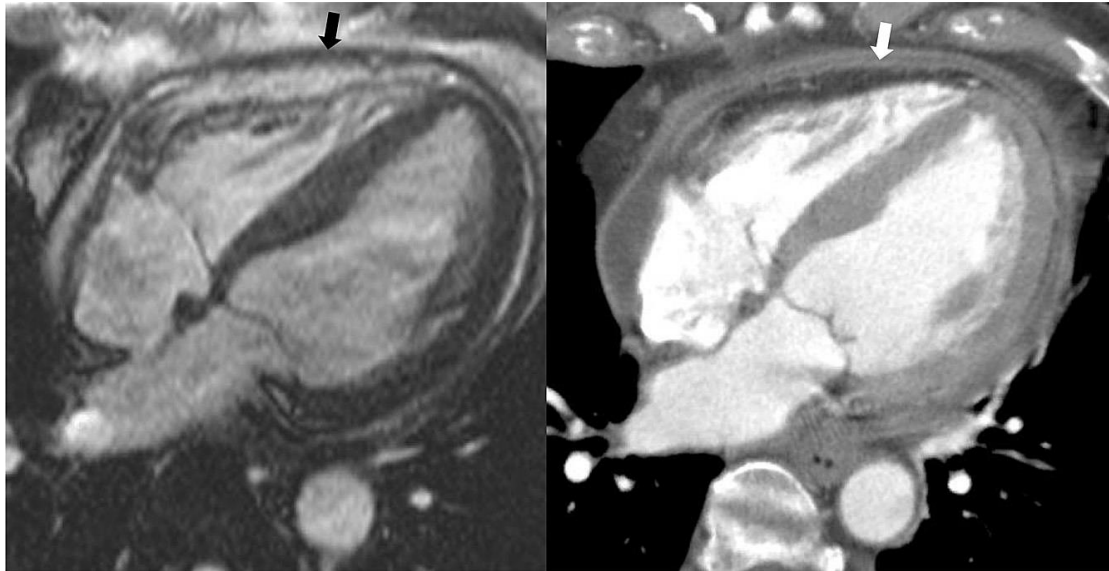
增强 CT(四腔)显示炎症累及的心包表面信号增强。电影成像 (SSFP) CMR (左;视频 1;见 www.onlinejase.com)显示非特异性心包整体增厚(黑色箭头), 与之相比, 相应部位在碘剂增强 CT (右;视频 2;见 www.onlinejase.com) 显示了由于炎症 (白色箭头)导致的心包内外两层均增强同时, 心包脏层和壁层之间的轻度积液。
